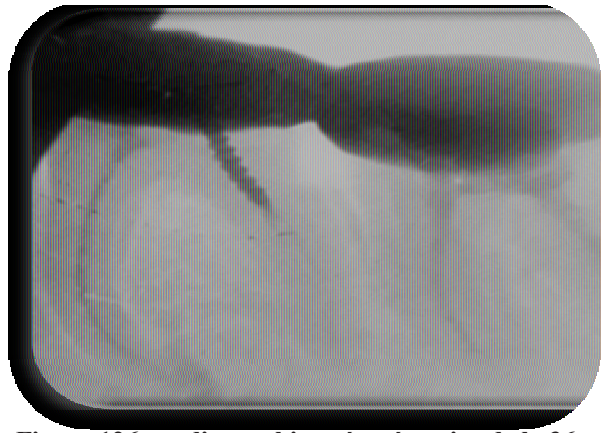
radiographie pré-opératoire de la 36
